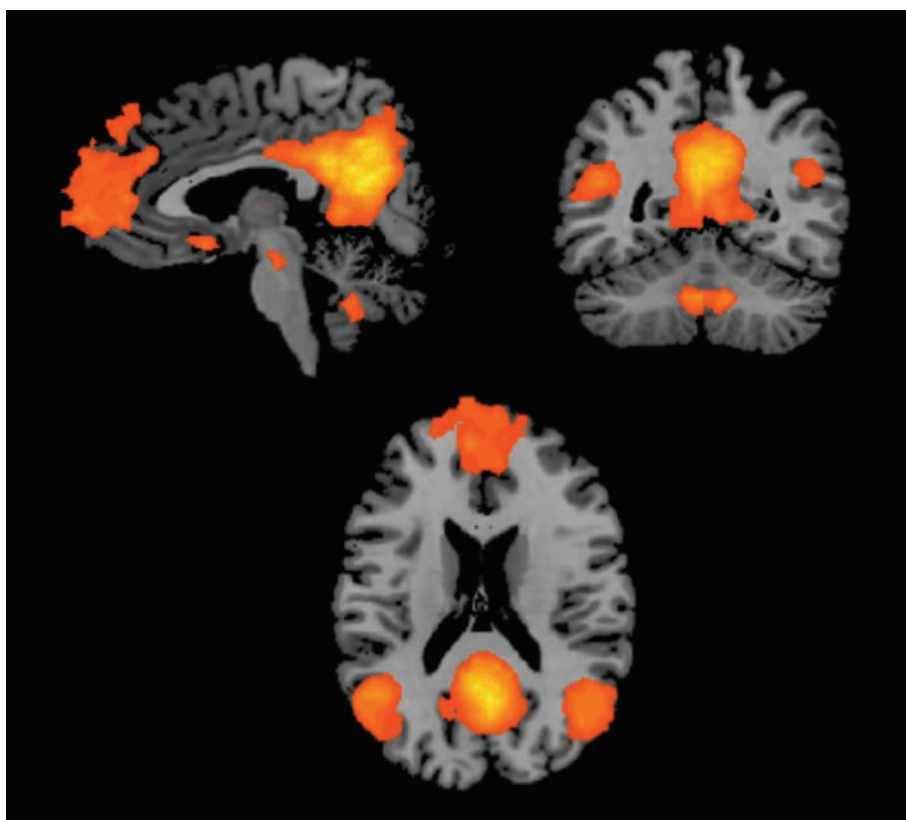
Localisation du *default mode network* (DMN) du cerveau sur des images en IRM en coupe sagittale (en haut, à gauche), coronale (en haut, à droite) et horizontale (en bas). Les régions en couleur font partie du DMN et sont activées plus fortement quand le sujet se concentre sur ses propres pensées.
